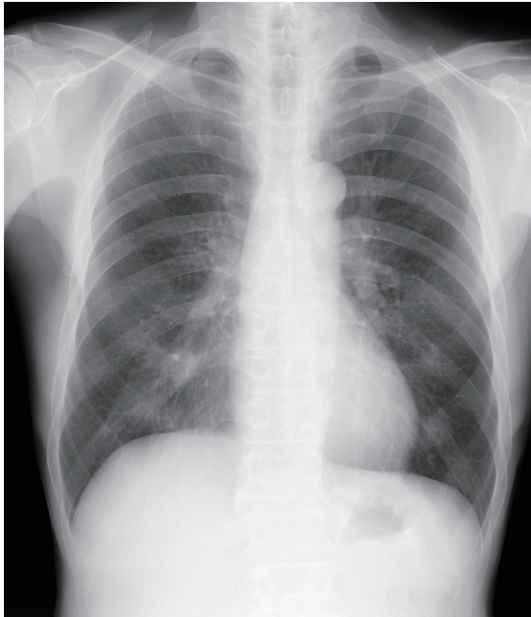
Chest radiography revealed a solid nodule of 27 mm diameter in the right lower lobe.
